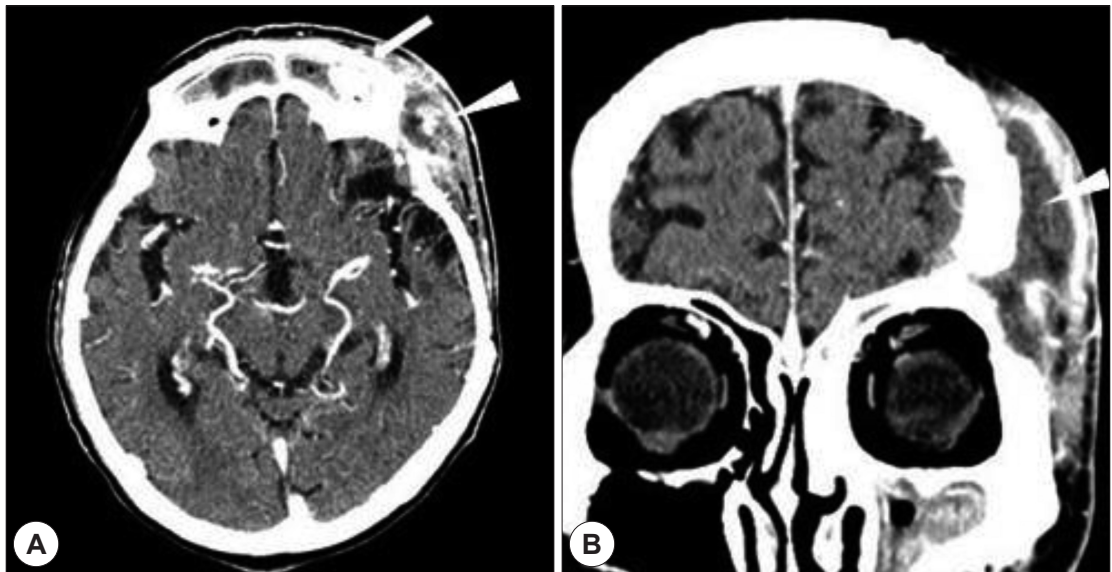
Preoperative axial brain computed tomography finding shows low density lesion in both frontal sinus and subgaleal abscess (white arrow head) in left frontotemporal area. Artificial bone fragments were found in left frontal sinus (white arrow) (A). Preoperative coronal brain computed tomography finding shows low density lesion in left maxillary sinus and subgaleal abscess (white arrow head) in left frontotemporal area (B).
